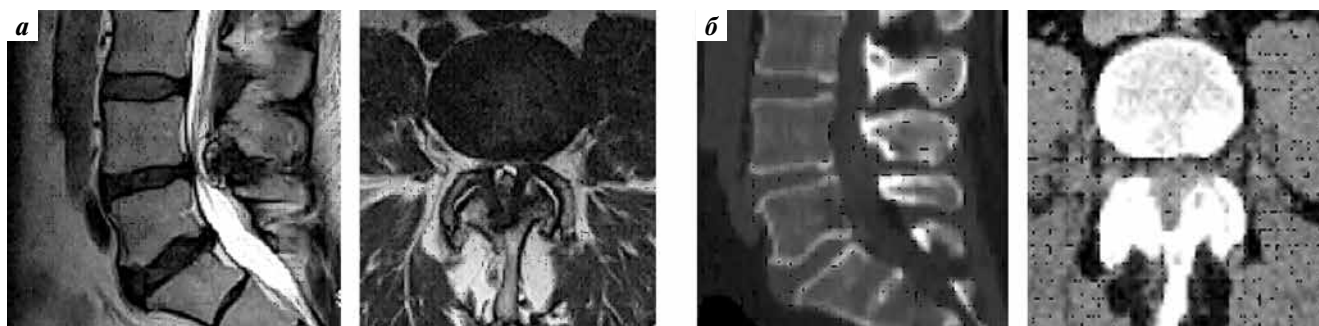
Магнитно-резонансная томография пациента Т. до операции. Абсолютный стеноз позвоночного канала на уровне позвонков  $L_4-L_5$
